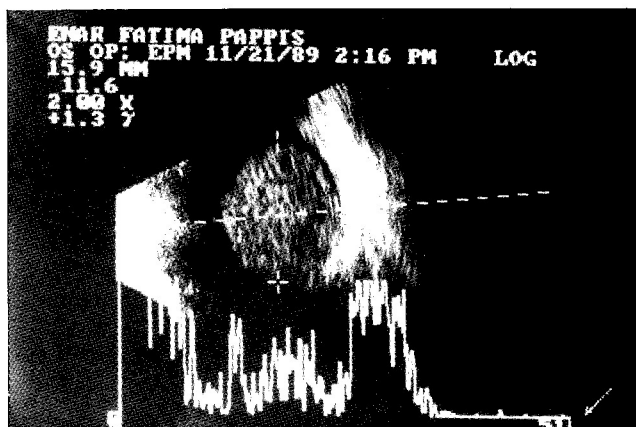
Ecografia mostrando uma massa intra-ocular sem calcificação.
